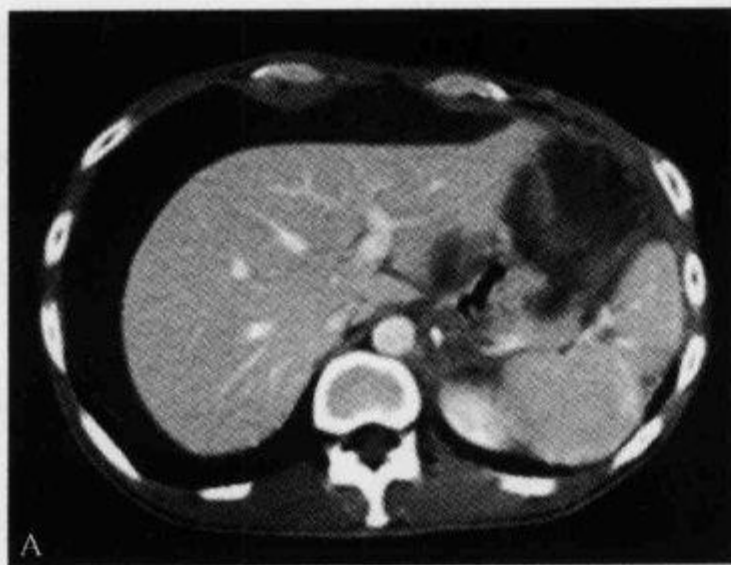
上腹部 CT 平扫示“裸区征”
